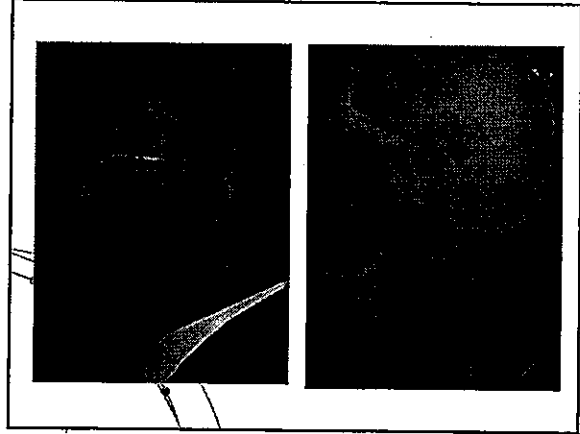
Şekillenen osteoid matrix miktarı düşüktür ancak oldukça kalsifiyedir; bu yüzden radyolojik olarak uzun kemiklerin sonlanmaları keskin bir görüntü verir. Bağ dokusunun zayıflığı ve hemorajik eğilim (purpura) periostun kanamaya bağlı olarak kemikten ayrılmasına (dekolmanına) ve kemikte ağrıya neden olur. Hematom daha sonra radyografide görüldüğü gibi kalsifiye olur.
